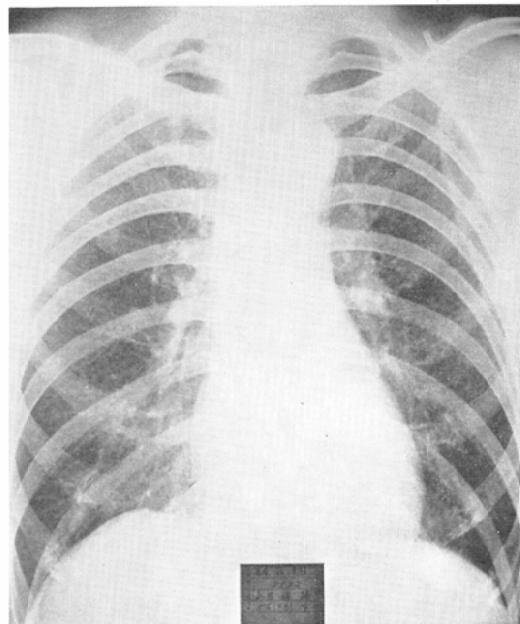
A (case 5). 56 year-old male, rush preparing of 13 years' duration. Opacities shown in the roentgenogram are not so profuse.
